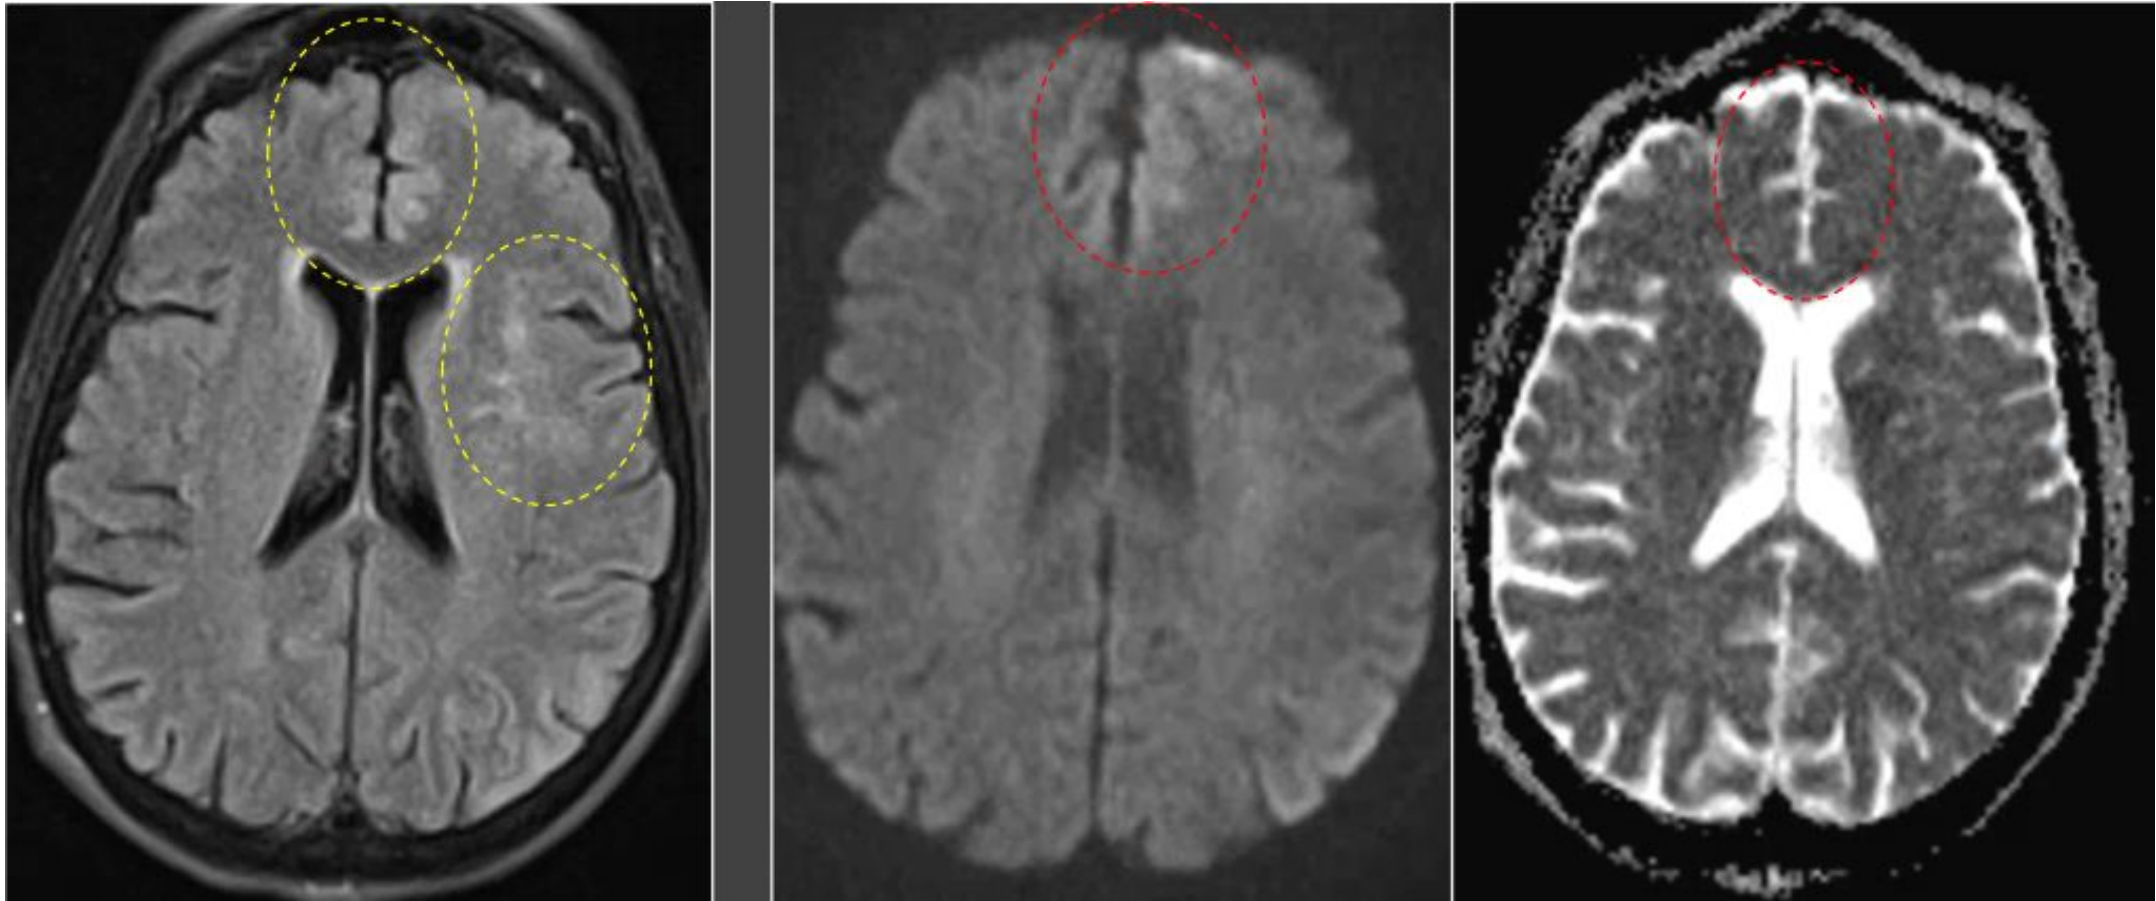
Encefalitis de Rasmussen (mismo paciente). Fase aguda: lesiones hiperintensas en T2-FLAIR en el hemisferio izquierdo (A-círculo amarillo) con pequeñas áreas de restricción en secuencia de difusión (B-círculo rojo).
